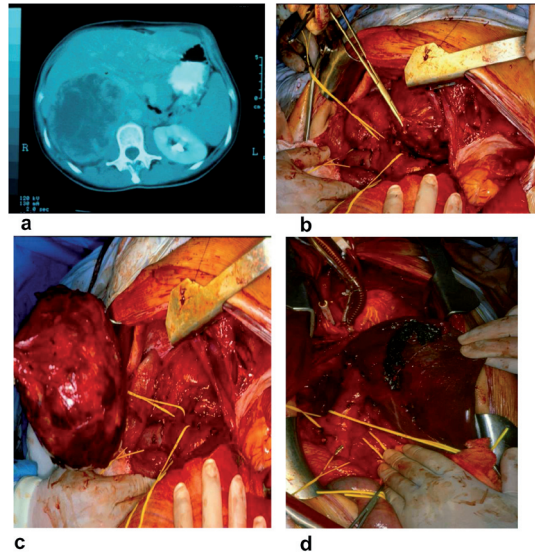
Mujer de 36 años. Masa abdominal descubierta en ecografía abdominal. TAC (a) gran masa en área suprarenal derecha compatible con carcinoma suprarenal (b). En TAC torácico y abdominal trombosis de vena cava supra e infradiaphragmática con extensión a la aurícula derecha. Extirpación de la masa tumoral (c) con manobra de movilización hepática de Langenbeck. Circulación extracorpórea para la extracción del trombo intra-auricular (d).
